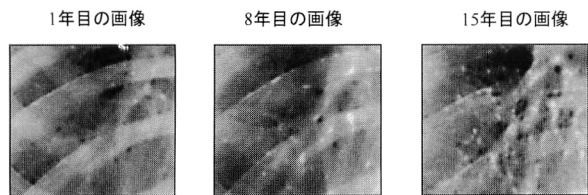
じん肺患者のX線写真(一部)。約30年間に3年ごとに撮影された画像のうちの最初、中間、最後の画像を示している。
